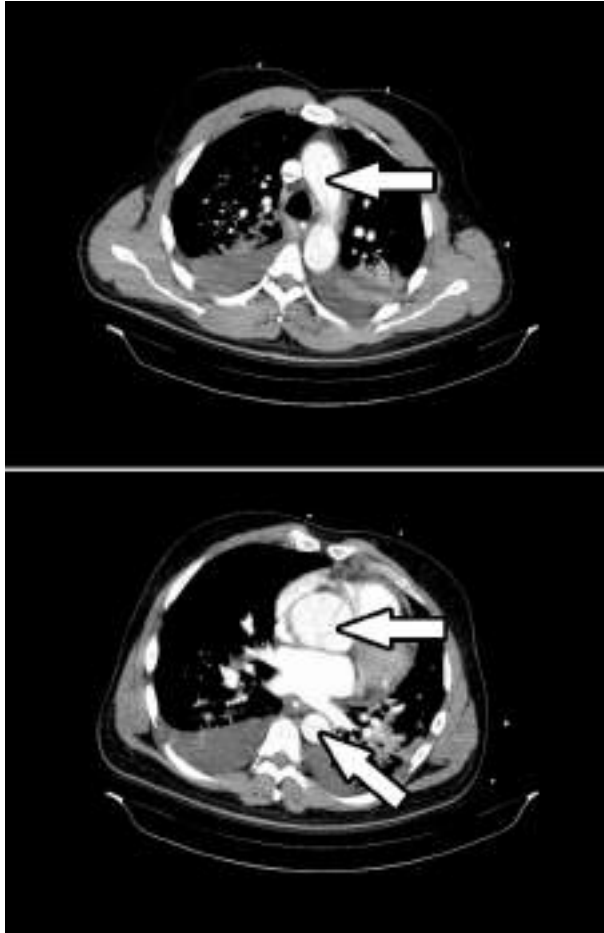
TAC torácico con contraste, distintos cortes transversales. La flecha señala el flap intimal. Arriba disección del arco aórtico. Abajo disección en aorta ascendente y descendente.
